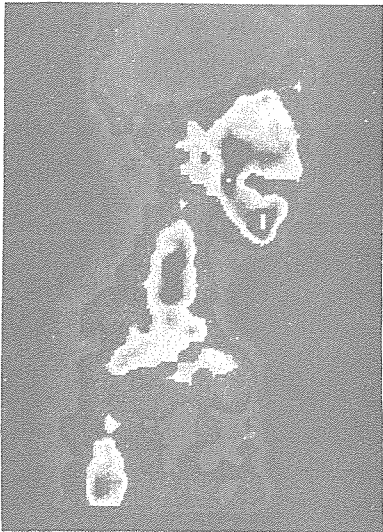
술후 6주째 SPECT상에 이식부 혈액공급의 증가를 볼 수 있다.
